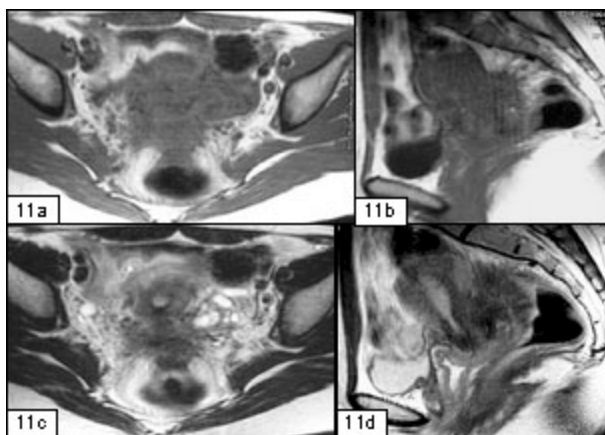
Mulher de 33 anos com endometriose no torus uterino. A RM, com seqüências ponderadas em T1 (11a e 11b) e T2 (11c e 11d), nos plano axial e sagital, mostram lesão exuberante, de contornos irregulares posterior ao colo do útero, fazendo corpo com ele e aderente à sigmoideia, hipointensa em T1 e T2.
